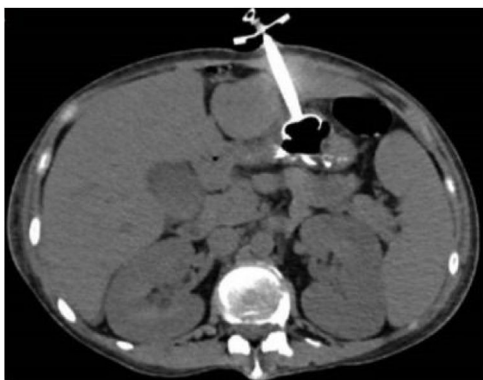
TAC en corte axial con botón interno intragástrico sin fuga de medio de contraste.
